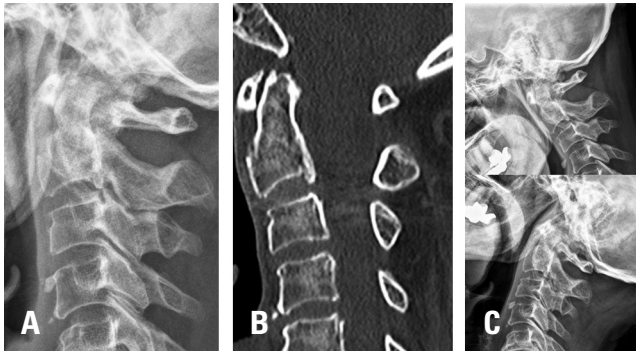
Final follow-up of the same patient at post-traumatic 9 months. Plain radiography and computed tomography show formation of a callus and trabeculae across the fracture site (A-B). The flexion-extension view shows no evidence of instability (C).
